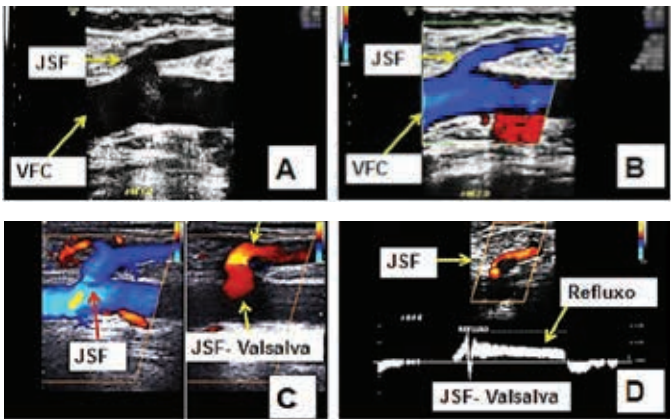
Exame da veia safena magna junção safeno-femoral (JSF). A = Ecografia; B = Doppler colorido; C = Teste de competência com Doppler colorido (inversão de cores) em manobra de Valsalva e D = Teste de competência com Doppler espectral
